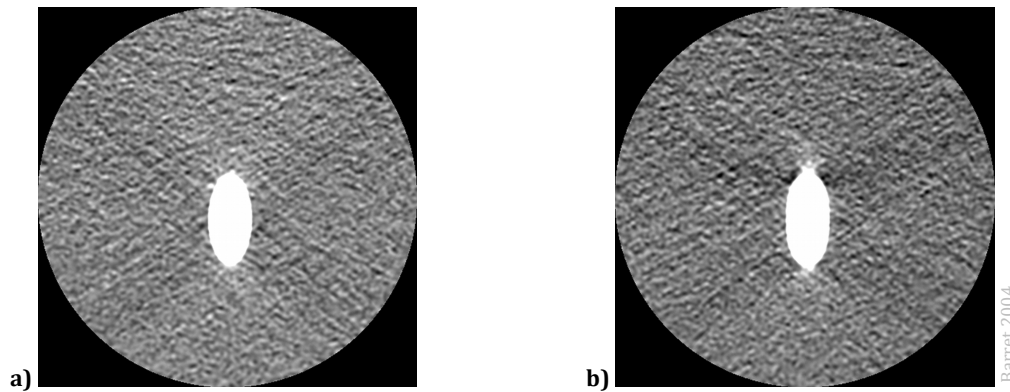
Cone Beam-Artefakte. Dasselbe Teilobjekt (Teflonstab), registriert von einem inneren (a) sowie äußeren Detektorelement (b). Das Teilobjekt befand sich jeweils in 70 mm Entfernung vom Rotationszentrum, 60° von der Strahlachse. In der Rechten Aufnahme sind Cone Beam-Artefakte zu sehen (Barrett 2004).
